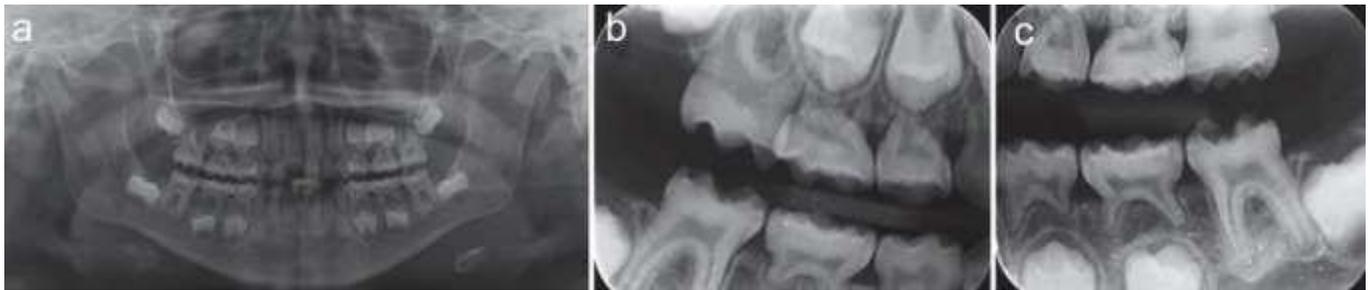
a) Ortopantomografía, b) y c) Radiografías de aleta de mordida.³³
